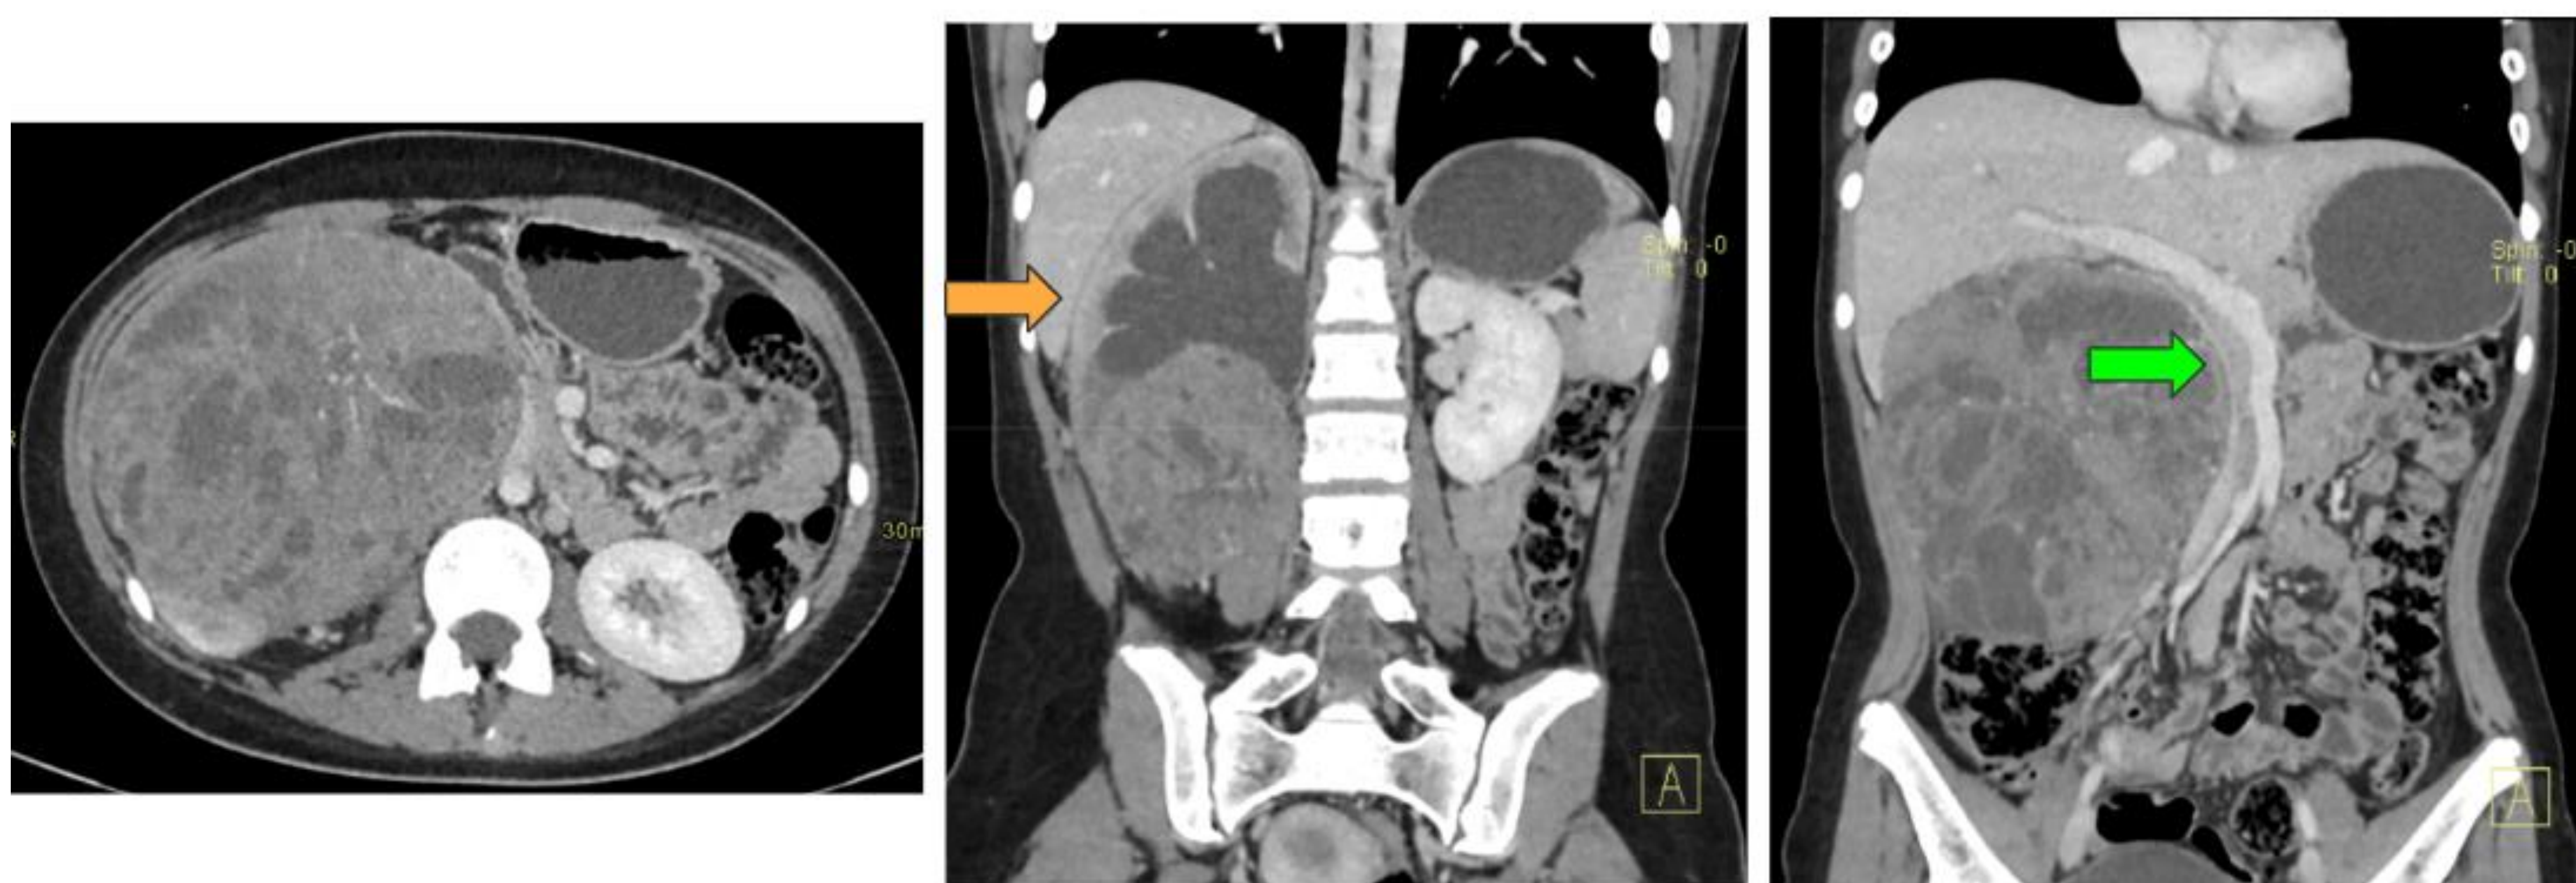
TC abdominal con CIV en el que se identifica gran masa que depende del tercio inferior del riñón derecho de bordes bien delimitada vascularizada con áreas hipodensas sugestivas de necrosis o quistes. La lesión condiciona una severa dilatación del sistema excretor renal (flecha naranja) y contacta y desplaza la vena cava inferior y el sistema espleno-mesentérico-portal (flecha verde).
